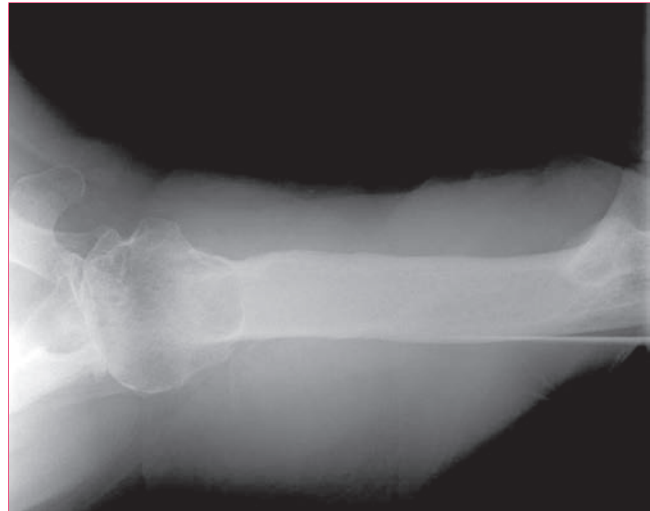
Radiografía axilar de hombro en la que se aprecian erosión posterior de la cavidad glenoidea y subluxación posterior de la cabeza del húmero, alteraciones frecuentes en las artrosis. (Cortesía de Leesa M. Galatz, MD, St Louis, Missouri, Estados Unidos.)
